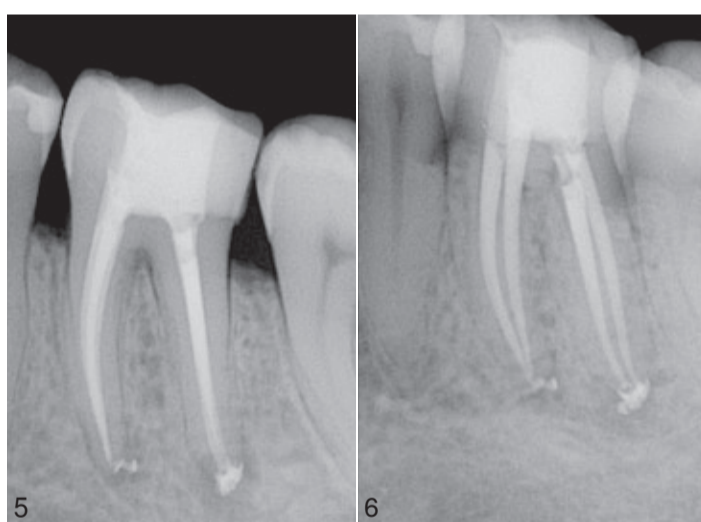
și 6: Imagini radiografice postoperatorii.
